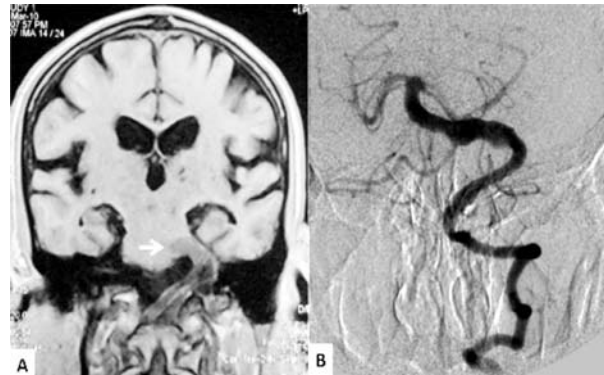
A: RMN cerebral en T1. Dilatación de las arterias vertebrales y de la basilar. Arteria basilar sobrepasando el margen lateral del clivus. B: Imágenes de angiografía cerebral con sustracción digital donde se confirmó la dilatación tortuosa de la vertebral izquierda y la basilar.
